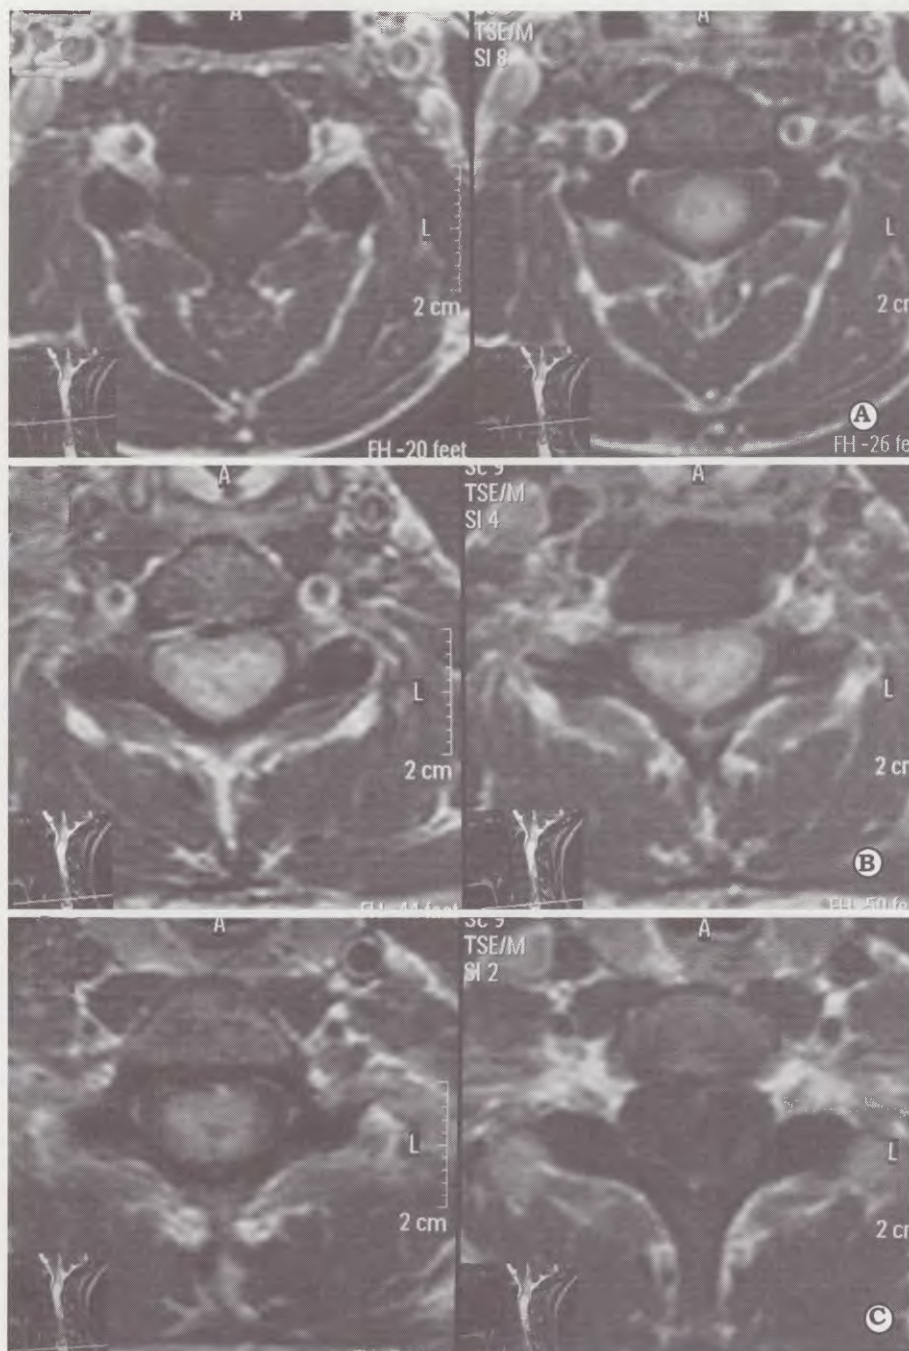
IRM preoperatoria, corte axial, T1 con contraste. A. Polo superior del tumor. B. Sector medio del tumor. C. Polo inferior del tumor.
